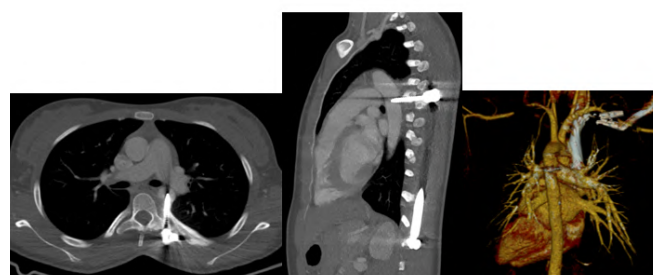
Angio-TC Torácica
